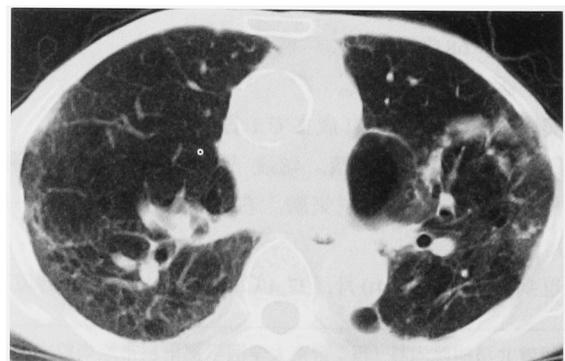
Chest CT scan four months after treatments shows decreased infiltrative shadows.
